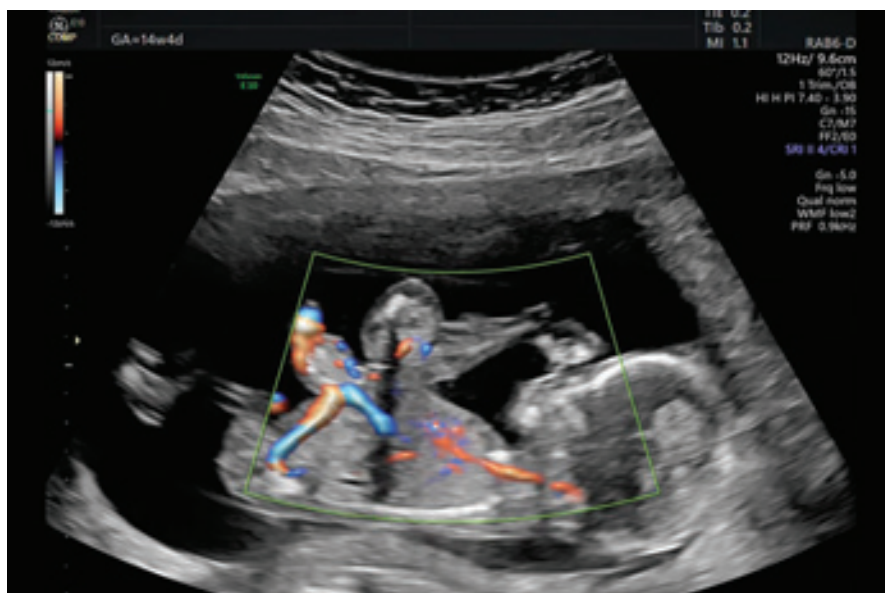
Mode with color flow mapping ultrasound image at 14th weeks of gestation showing a parasitic fetus connected at the midline to the anterior abdominal wall of the autosite through soft tissue with weak vascularization. The soft tissue of the umbilical cord contained a total of five vessels – three in the umbilical cord of the autosite and two in the umbilical cord of the parasite.
